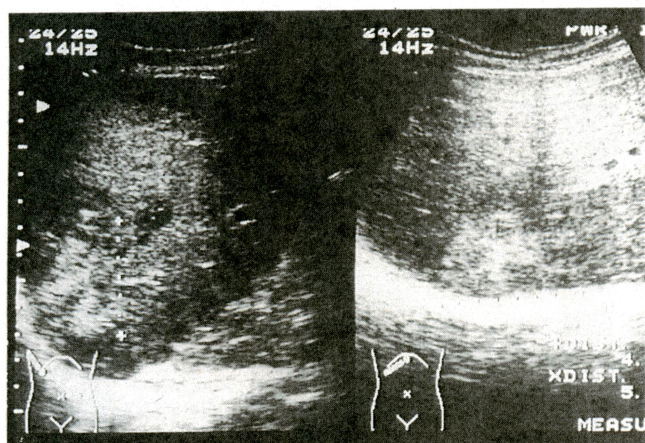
腹部超音波検査所見：肝S7に直径50mmの高～低エコーの混在する内部不均一な腫瘤を認めた。
